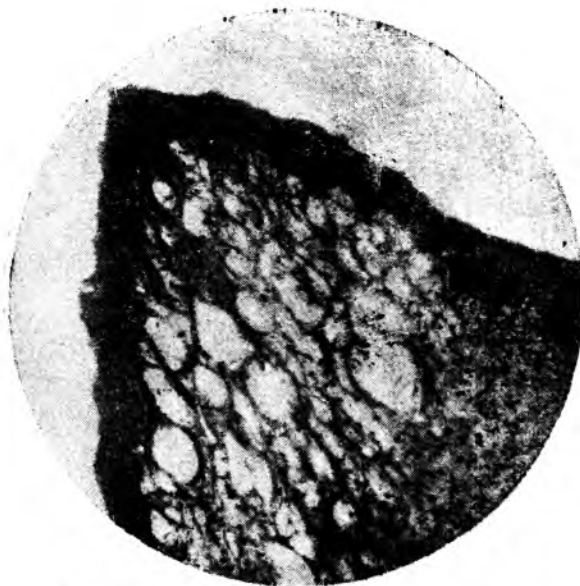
Атрофия и кистозное перерождение извилины в старом случае контузии.
